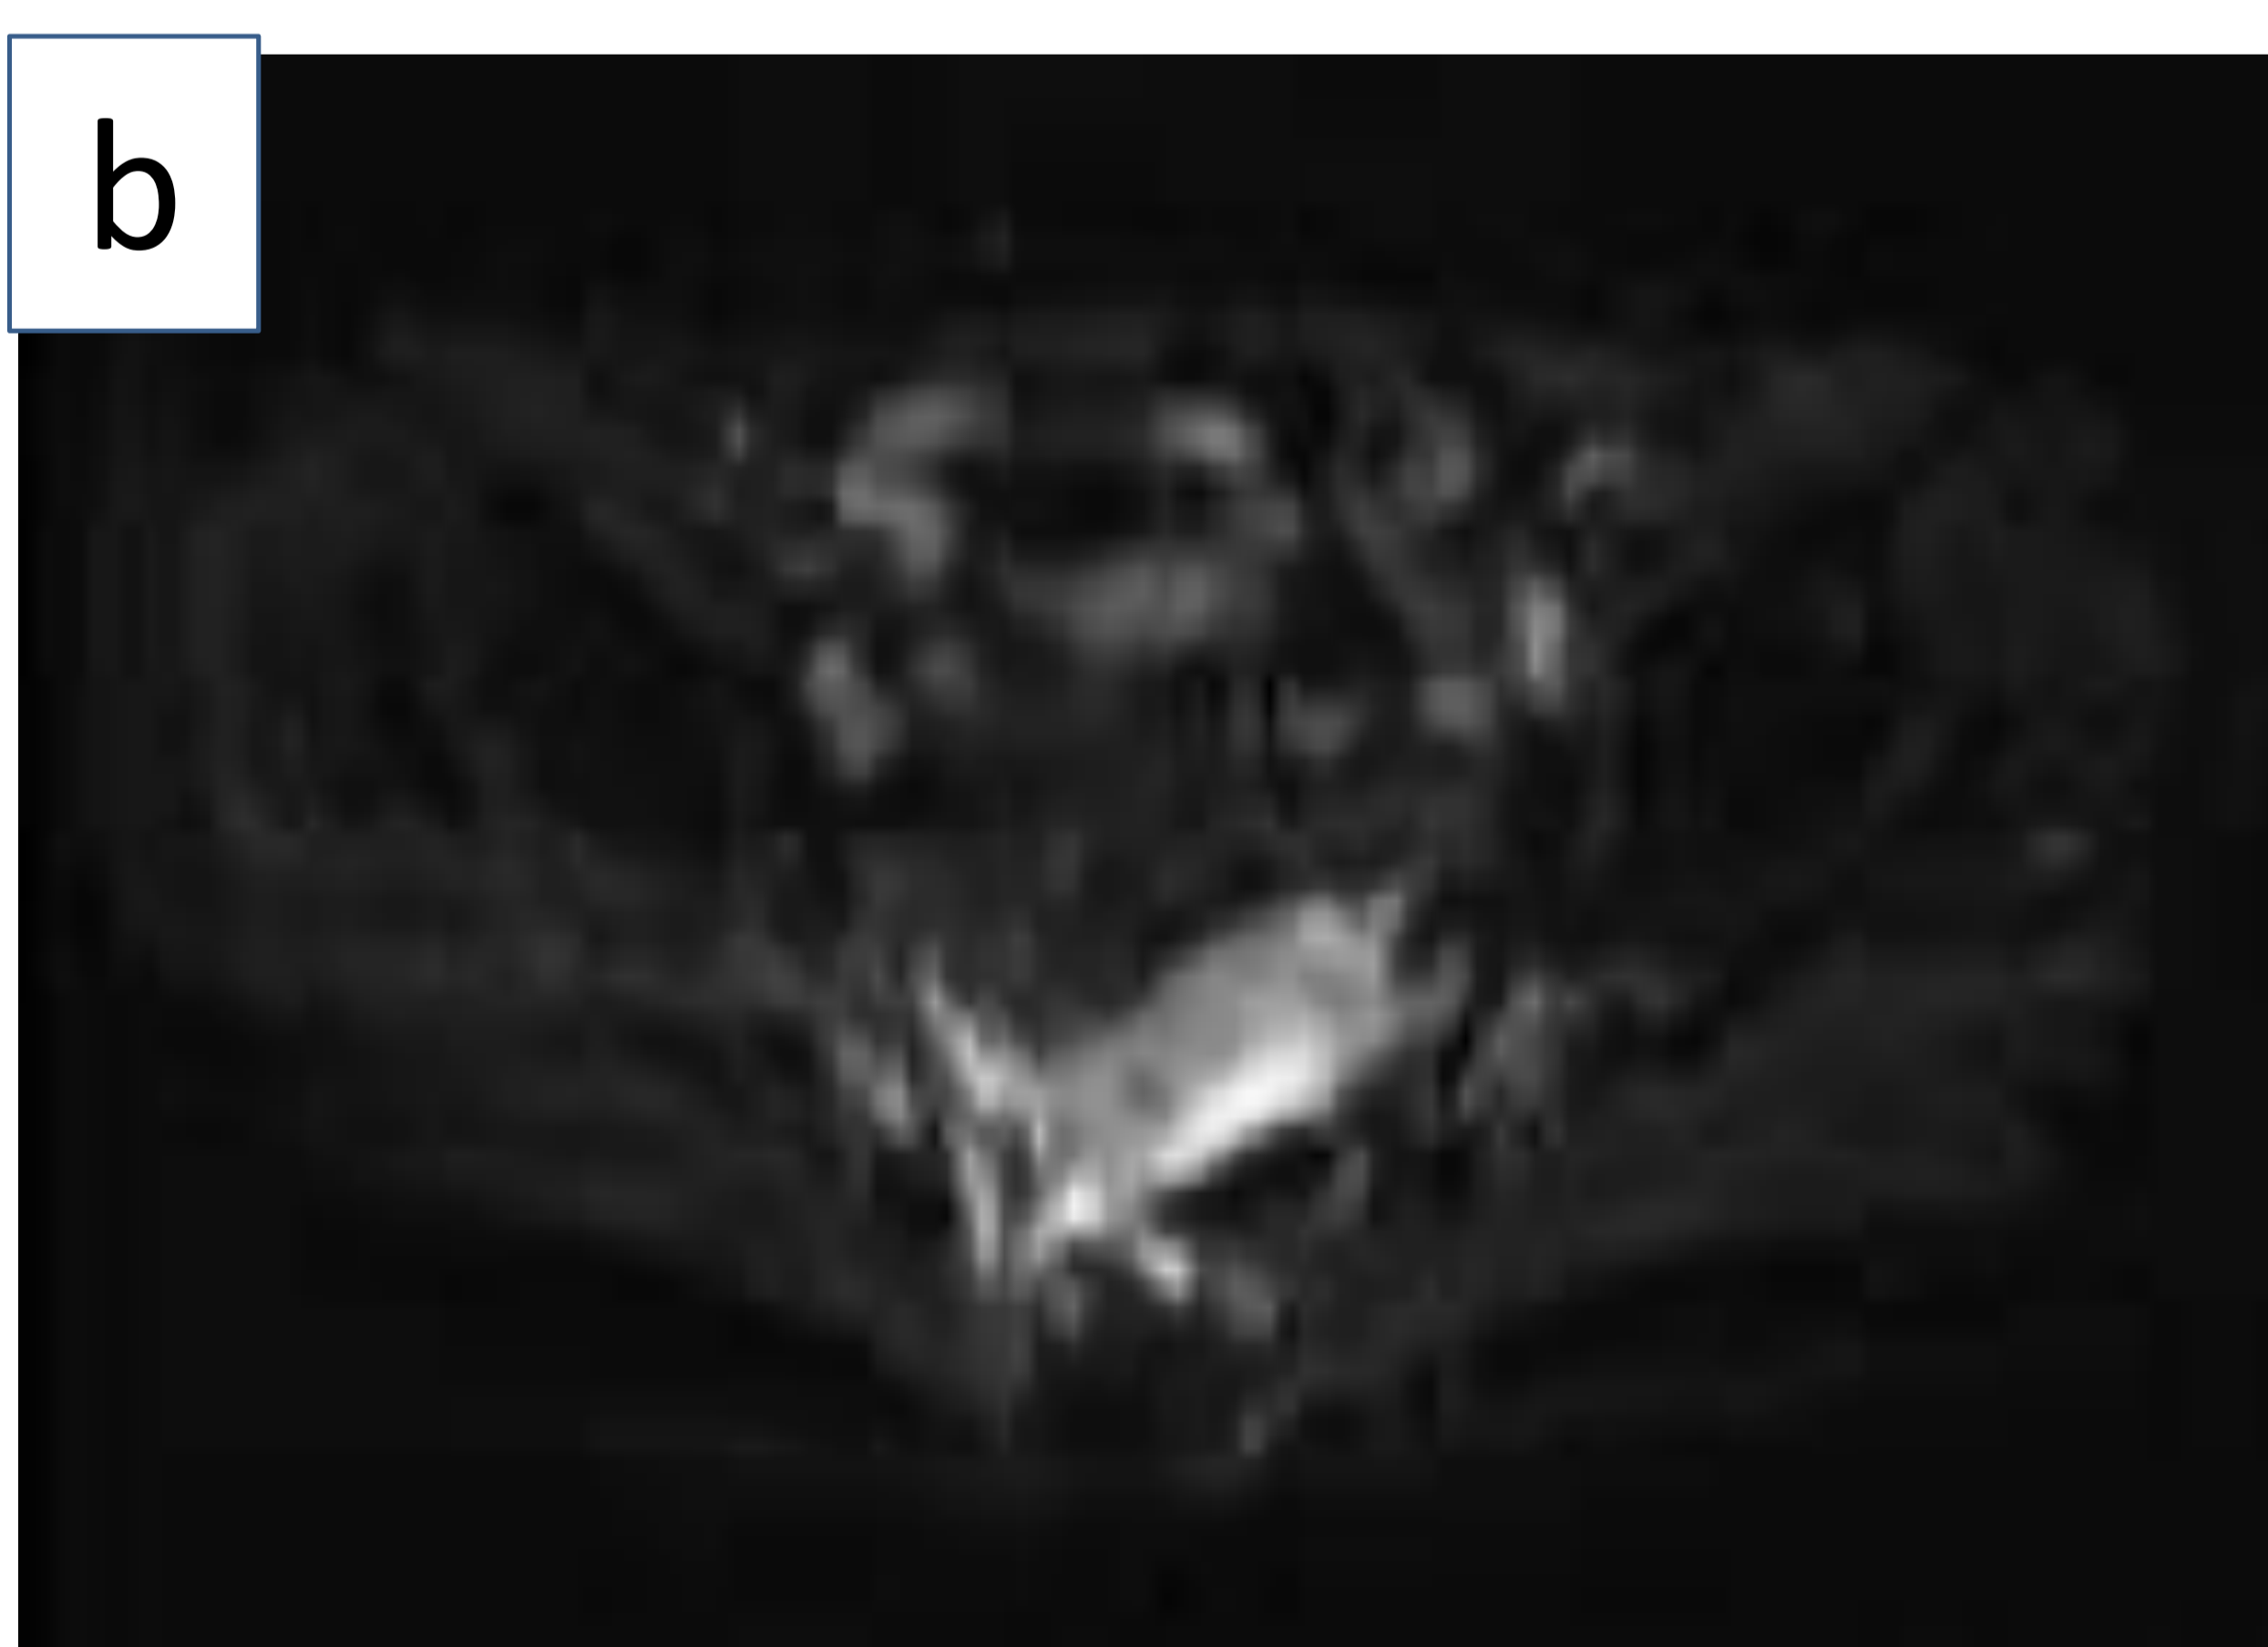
Imágenes de RM de una paciente con cáncer de cérvix estadio IIA1. (a) Corte sagital en secuencia T2 en la que se observa lesión de 28mm de diámetro máximo en cérvix uterino que crece hacia el estroma e infiltra fórnix vaginal anterior. (b, c) Cortes axiales de secuencias potenciadas en difusión (b) y mapa ADC (c) en las que se objetiva la masa de la imagen superior con restricción de la difusión. (Servicio de Radiodiagnóstico del Hospital Universitario de Basurto)
